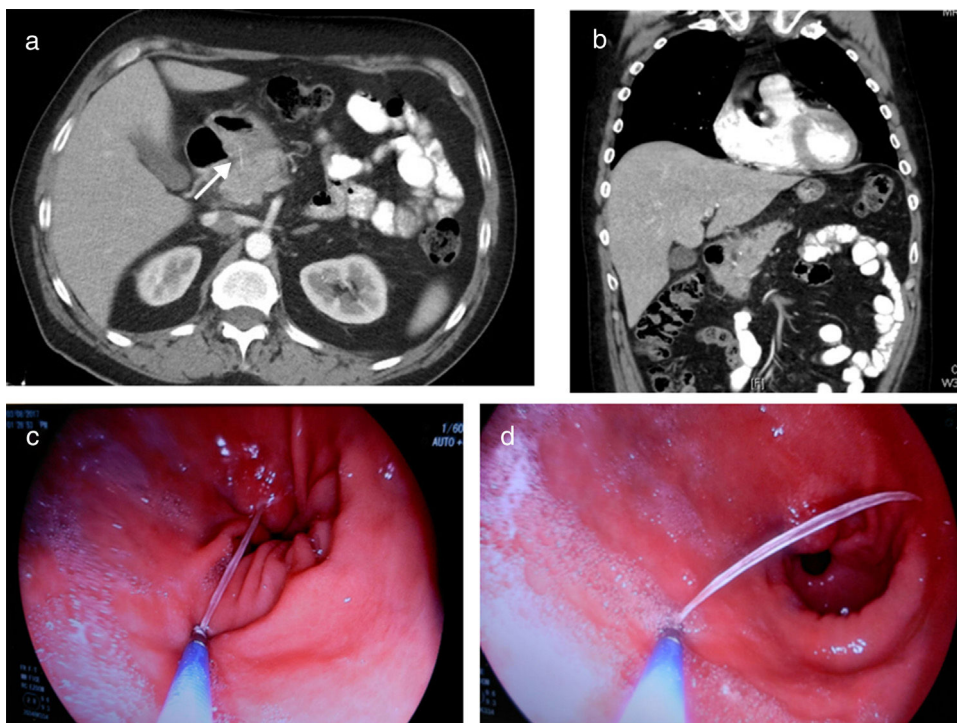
a y b) Imágenes de la TAC toraco-abdominal donde se observa desflecamiento y aumento de la densidad de la grasa peripancreática, y de la adyacente al antro gástrico, región pilórica y bulbo duodenal, con imagen lineal (flecha) de al menos 3 cm que desde la luz del antro se dirige a la cabeza pancreática, con engrosamiento de ambas estructuras; c y d) Imágenes de gastroscopia de la extracción de la espina de pescado con pinza.
